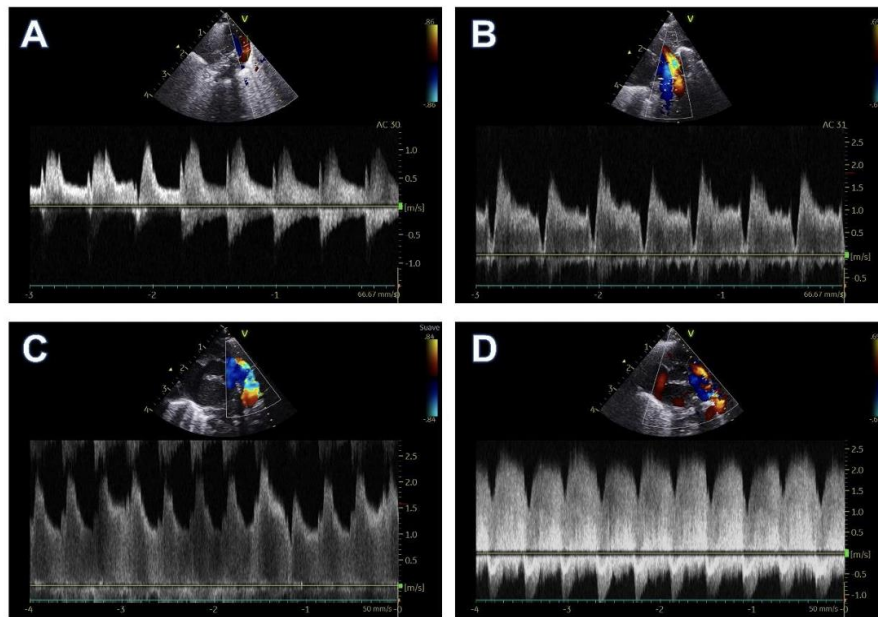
Patrones de flujo ductal medidos con Doppler pulsado.
